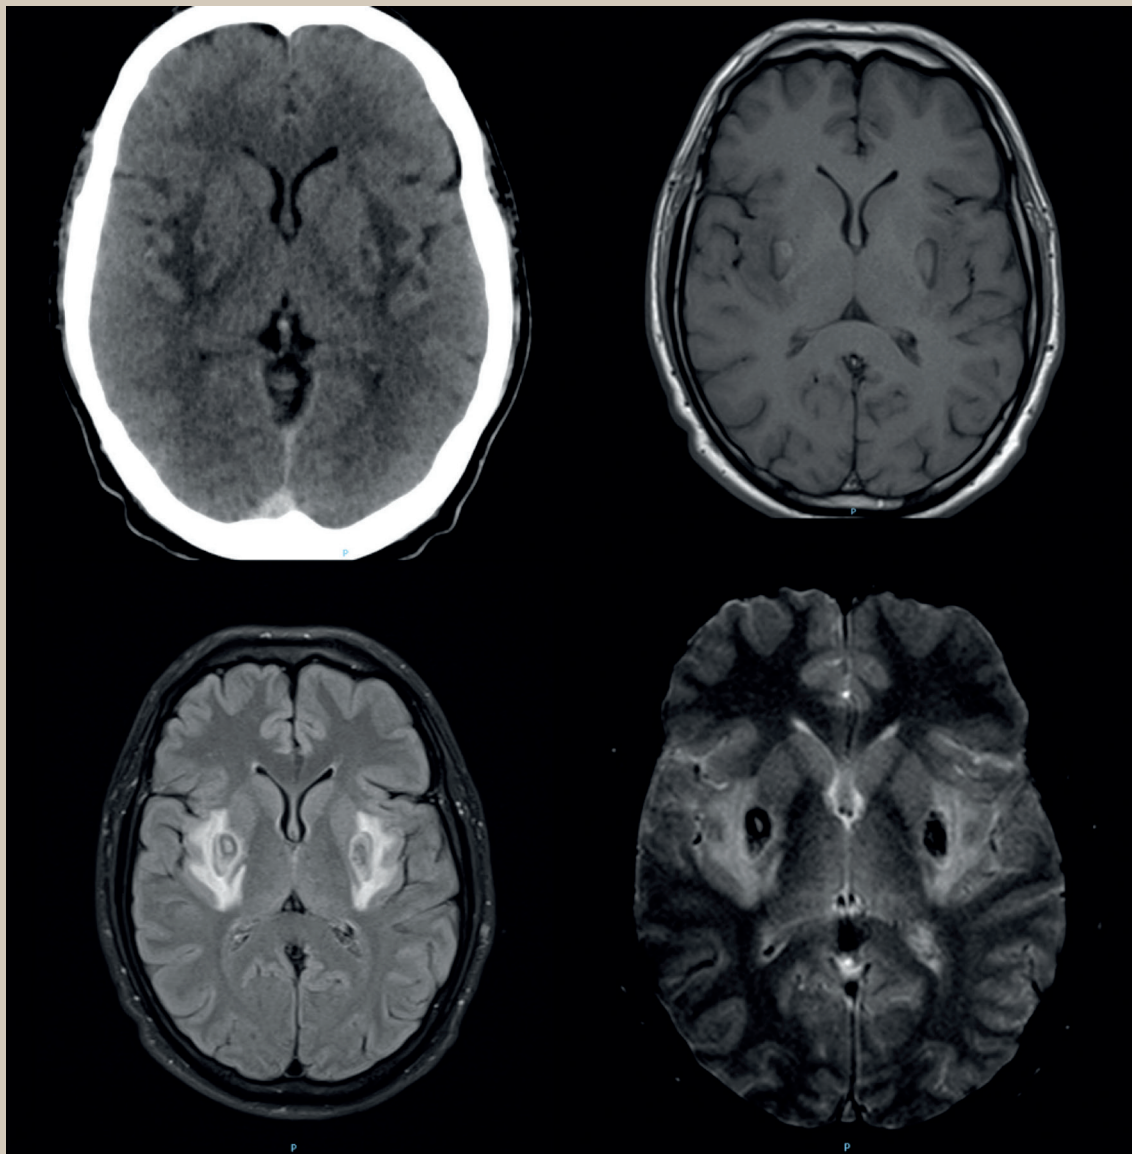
Imagen de tomografía computada, se observan zonas irregulares de hipodensidad simétrica a nivel de los ganglios basales (imagen superior izquierda). Imágenes de resonancia magnética secuencias T1 (imagen superior derecha), FLAIR (imagen inferior izquierda) y eco de gradiente (imagen inferior derecha), se observa necrosis hemorrágica de la región caudal y lateral de ambos núcleos putamen.
